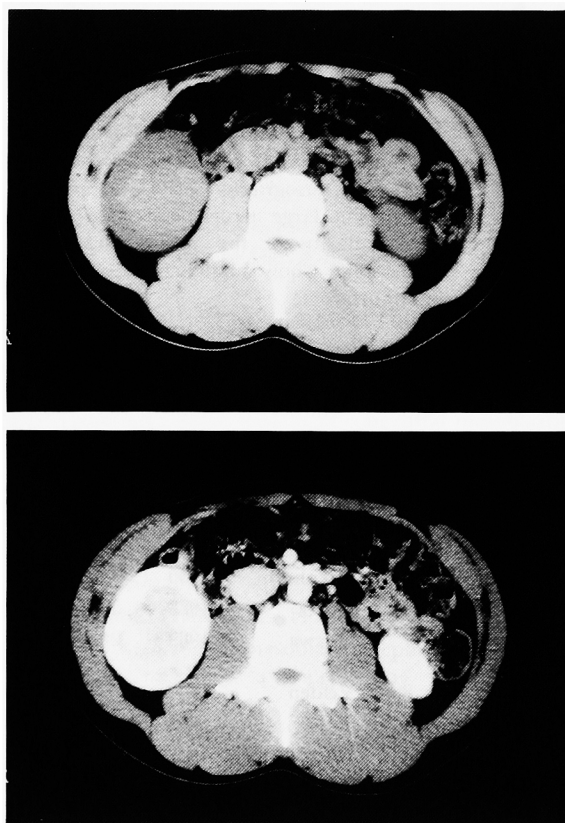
Abdominal CT revealed a tumor, heterogeneous inside, with a relatively clear margin.
